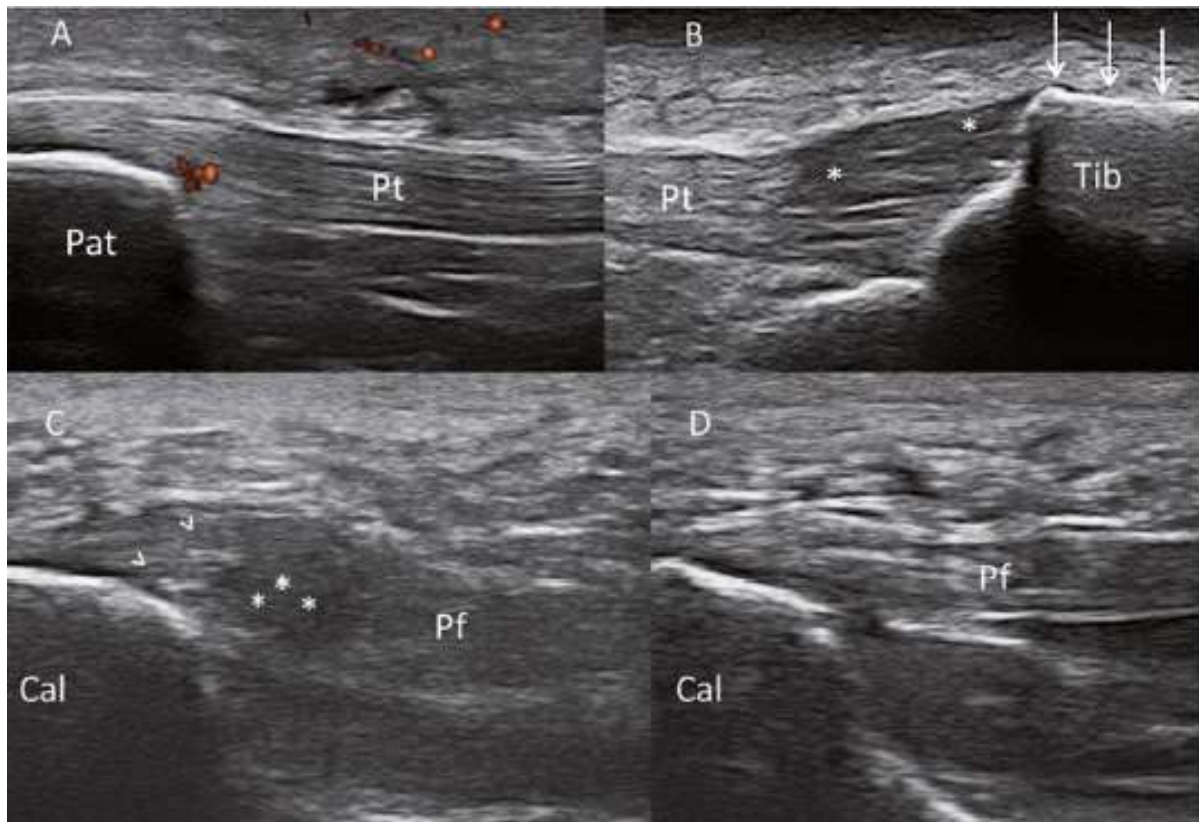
A: la scansione longitudinale del tendine patellare mostra la presenza di segnale power Doppler di grado 1 a livello dell'entesi (puntini rossi). B: la scansione longitudinale dell'inserzione distale del tendine patellare mostra la presenza di un ispessimento dell'entesi, una estesa area ipoecogena (asterischi) ed un entesofita (freccie bianche). C-D: la comparazione "side-by-side" della fascia plantare mostra la presenza di perdita della struttura omogenea fibrillare (asterischi) e di
